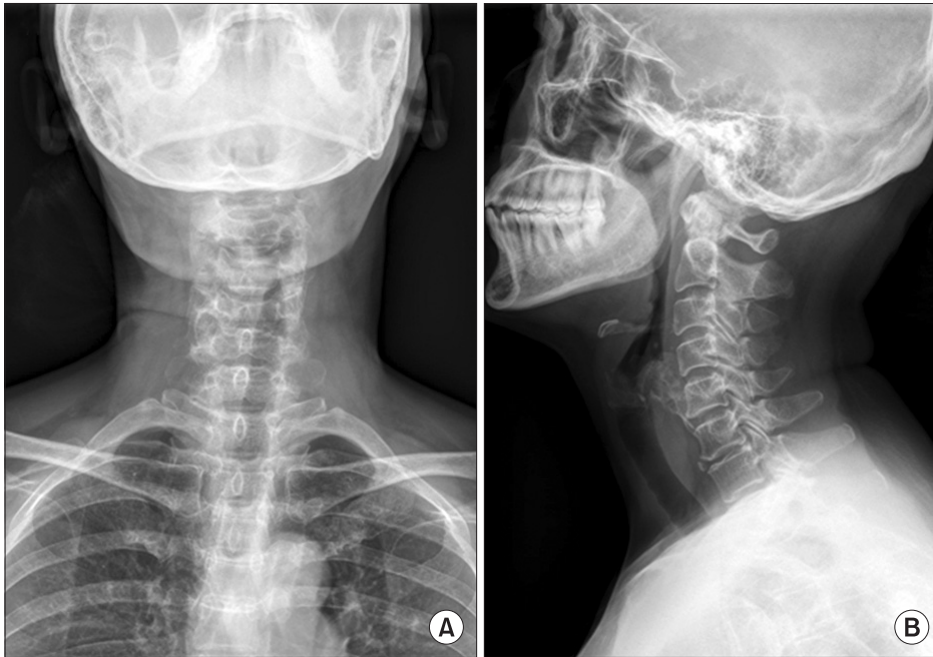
Radiographs of the cervical spine, anteroposterior (A) and lateral (B) view shows sclerotic and amorphous bony mass contained irregular bony trabeculae in the anterior 4th and 5th vertebral body of cervical spine.
